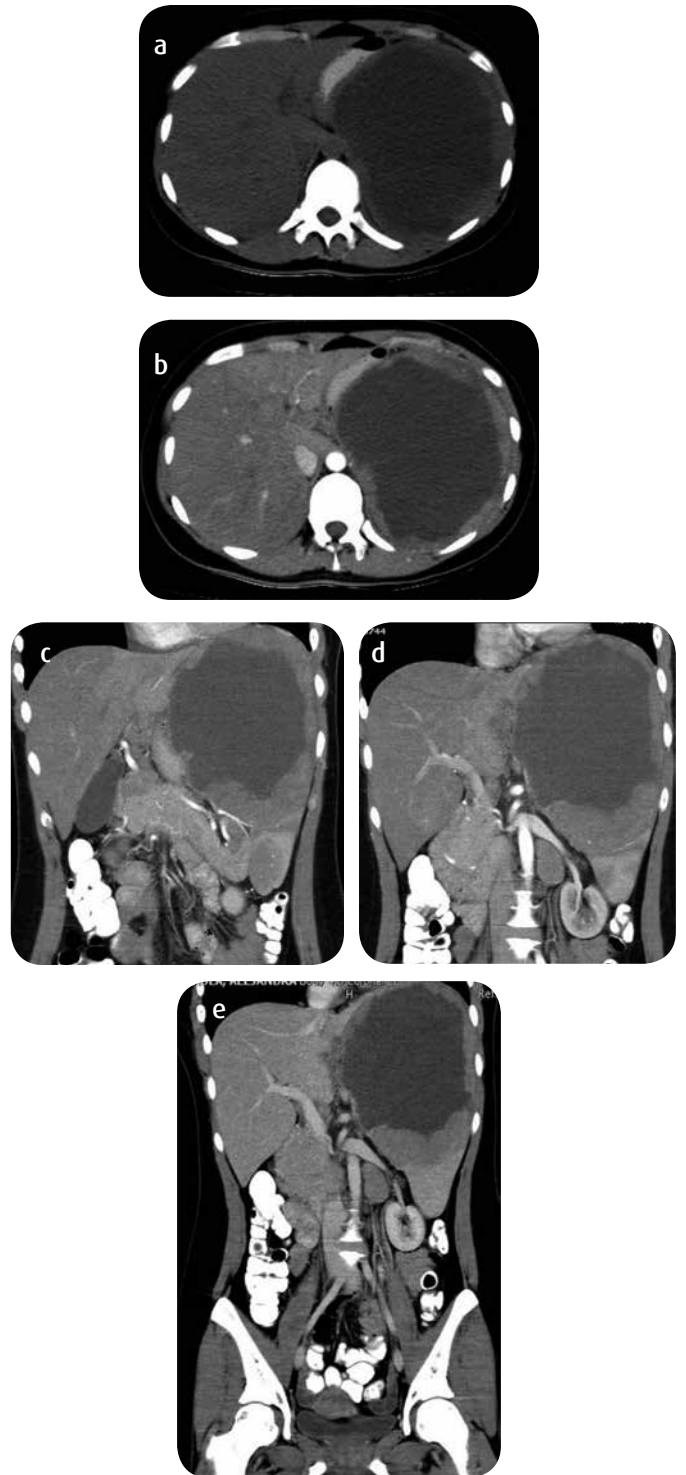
Hematoma crónico por ruptura esplénica en paciente con LNH. a) TAC abdominal simple, corte axial, que muestra una colección intraparenquimatosa esplénica, de baja señal, bordes bien definidos, con pared gruesa e irregular, que ocupa prácticamente la totalidad del bazo, abombando su contorno. En las imágenes después del medio de contraste, fase arterial, b) axial y c y d) coronal, se observa ausencia de realce central con discreto realce de la pared. e) En la fase portal aún no hay realce del medio de contraste por la lesión. Nótese como el parénquima esplénico preservado en el polo inferior tiene un comportamiento normal en las diferentes fases posteriores a la administración del medio de contraste endovenoso.
